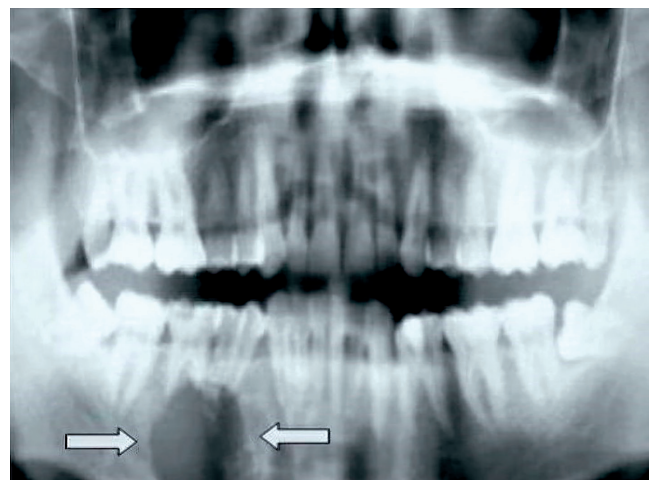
Radiografía panorámica preoperatoria. Las flechas indican el sitio de la lesión. Fuente: los autores.
